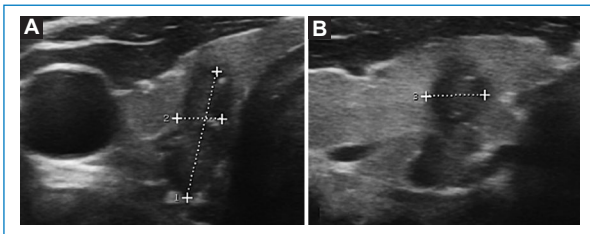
Ecografía, planos axial (A) y sagital (B). NT más alto que ancho.
